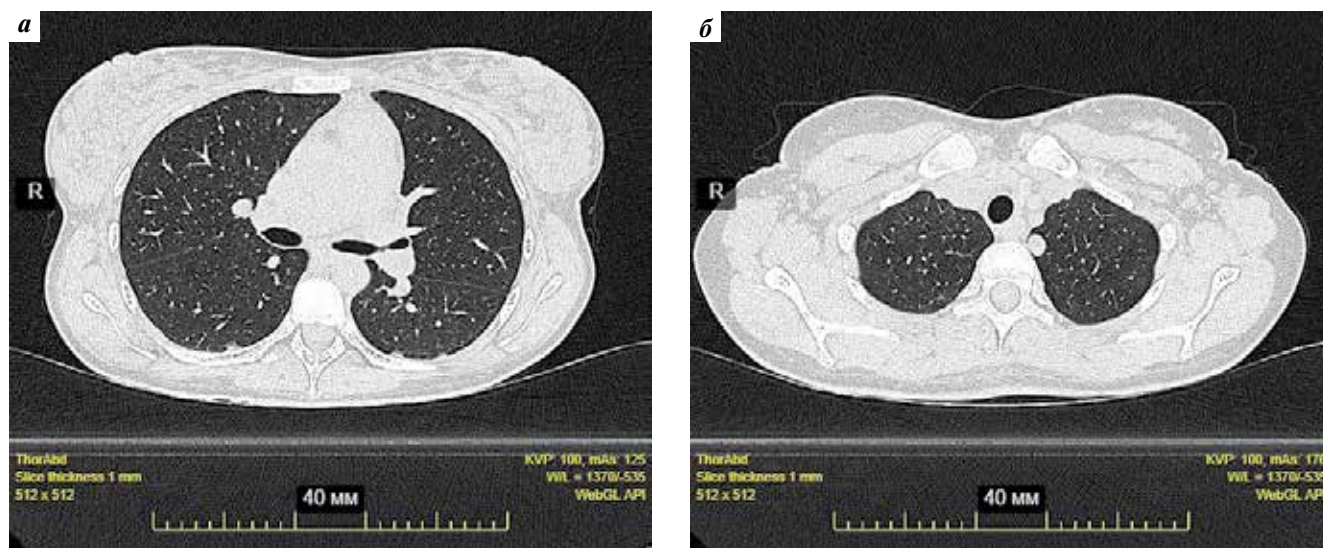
Результаты компьютерной томографии грудной клетки. Множественные метастазы в легких
